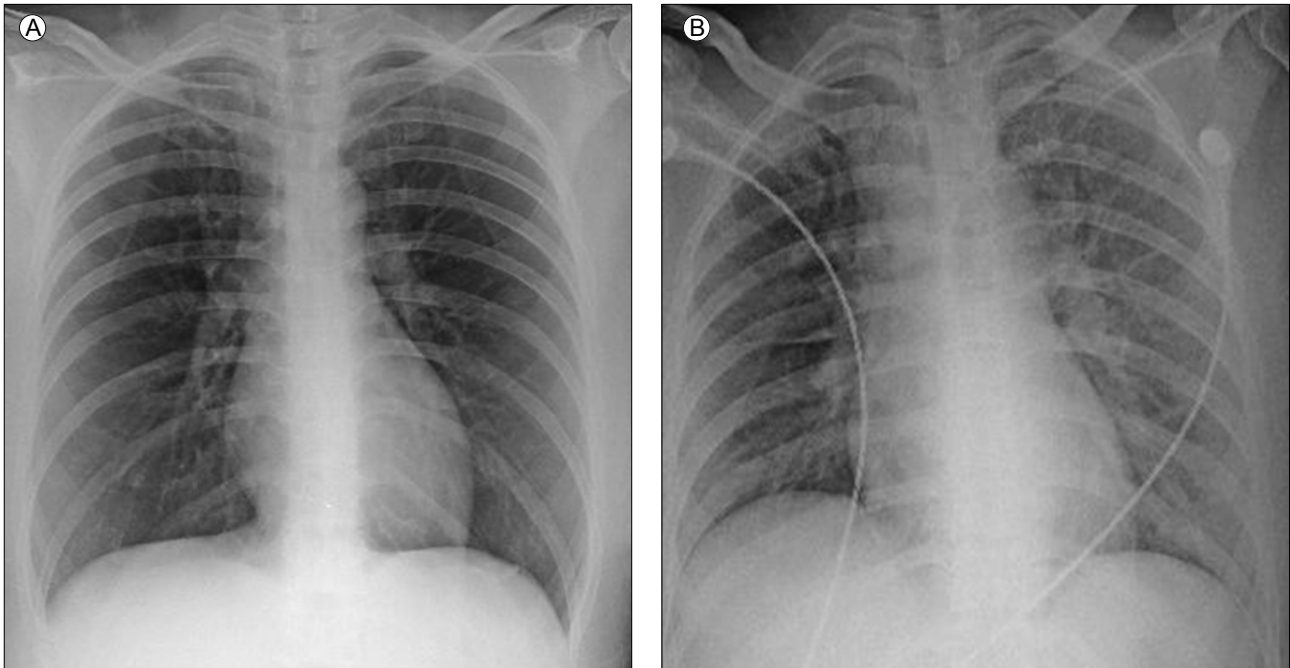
(A) Initial chest X-ray shows no abnormal infiltration at admission. (B) Follow-up chest X-ray shows increased pulmonary vascular markings in both lung fields on hospital day 3.
